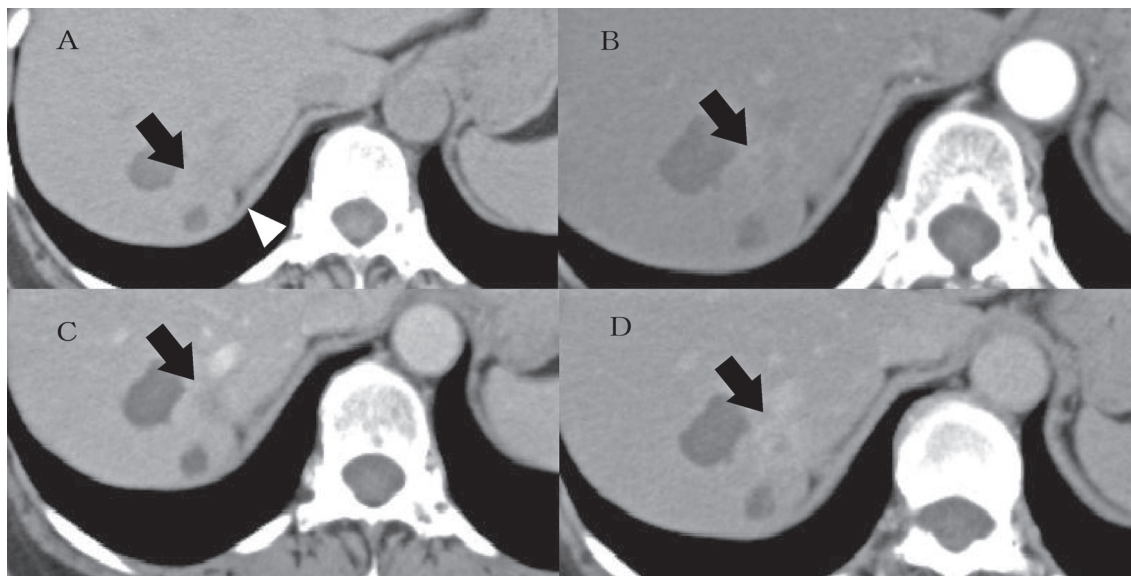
腹部単純 CT (A) では肝 S7 に腫瘍性病変を認め (➡)、肝辺縁に収縮性陥凹を伴っていた (△)。造影 CT では早期相より腫瘍辺縁が造影され (B)、門脈相 (C) から平衡相 (D) にかけて遷延する造影パターンを呈した。腫瘍内部の造影剤による増強効果は乏しかった。
